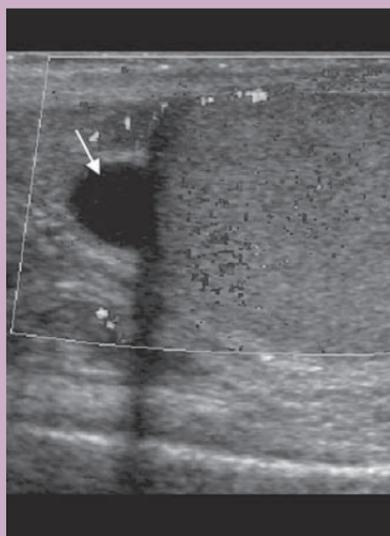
Ecografía del testículo derecho. Ecografía Doppler. Espermatocelo anecoico en la cabeza del epidídimo (flecha).
